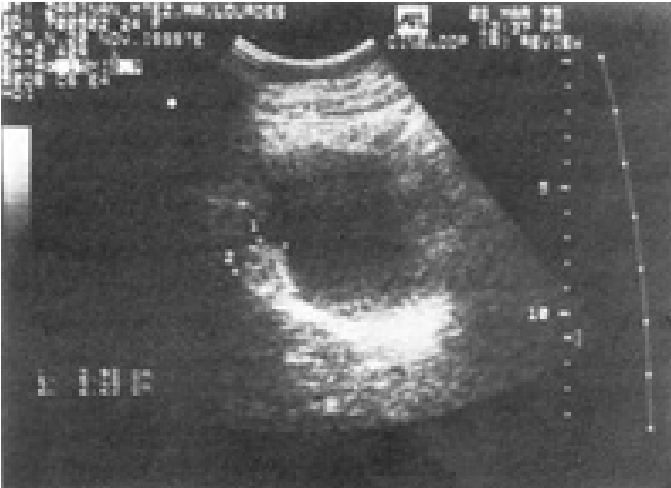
Ultrasonografía que muestra imagen redondeada localizada en la cabeza del páncreas, de aspecto hipodenso, con reforzamiento posterior, sugestiva de lesión quística.
